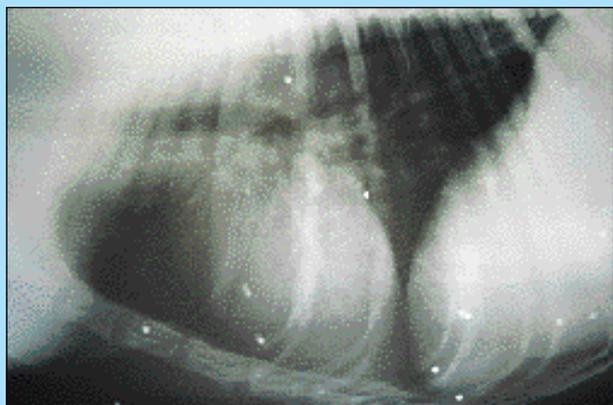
Radiografia del torace in proiezione latero-laterale: si nota la presenza di numerosi pallini da caccia in diverse zone del torace.
